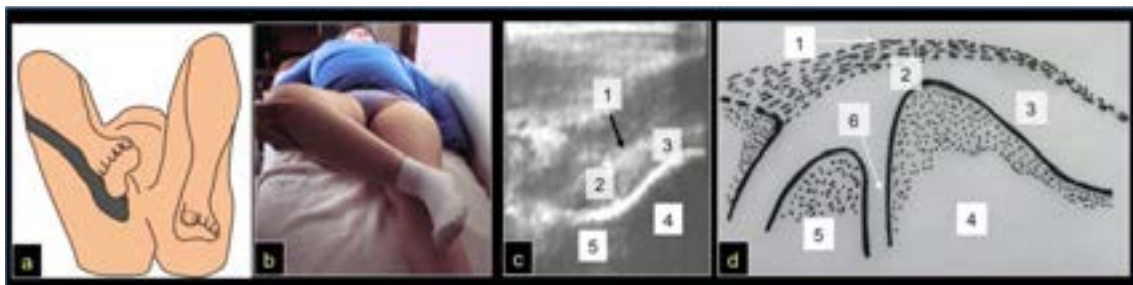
Semiología y ecografía
